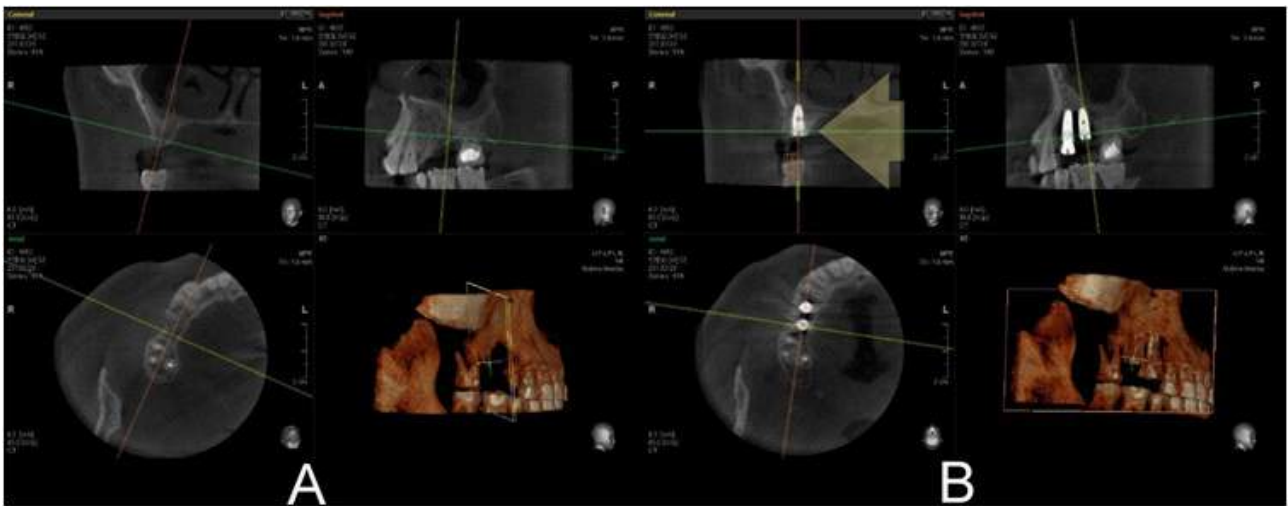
증례2의 술 전, 술 후 CBCT비교:(A)#16부위의 술 전 골함기 확인 (B)술 후 #16부위 골형성 확인
